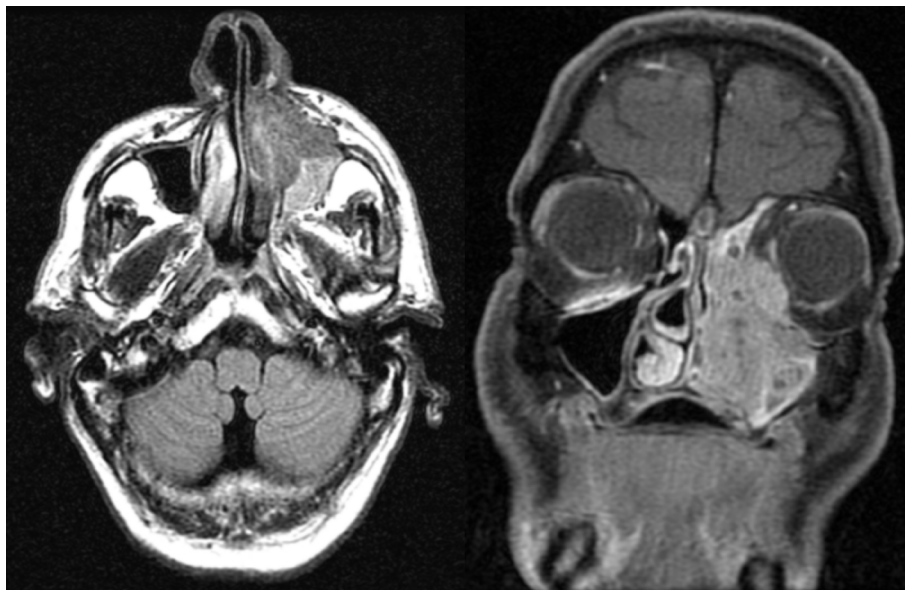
A la izquierda se presenta una imagen de RM corte axial T2 FLAIR donde se observa compromiso de senos paranasales e infiltración ósea. En la imagen de la derecha, RM corte coronal T1, se observa que la masa protruye en el interior de la órbita izquierda, contactando con el globo ocular, sin infiltración directa de éste ni de la musculatura orbitaria extrínseca.
